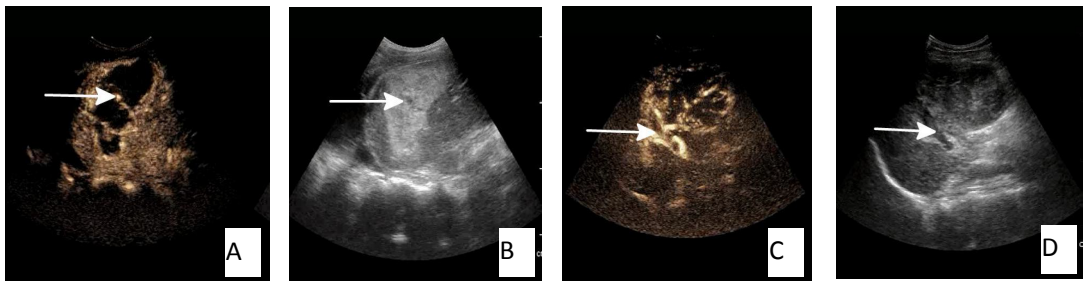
肝脏良、恶性占位性病变患者低剂量超声造影动脉期图
